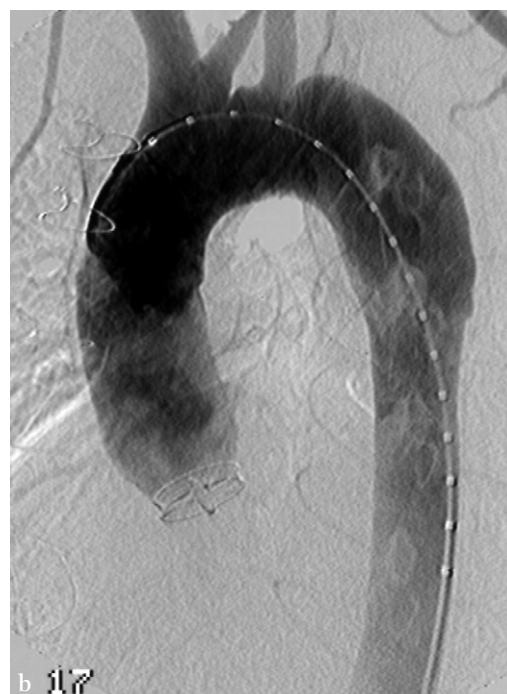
Remplacement valvulaire et prothèse de l'aorte ascendante dans le cadre d'une maladie de Marfan. a. Noter le lambeau intimal et la dilatation anévrysmale de l'isthme aortique bien visible sur la reconstruction MPR en TDM. b. Le lambeau intimal n'est pas directement visualisé en angiographie du fait de l'opacification synchrone des deux chenaux, mais on devine sa topographie devant la position centrale du cathéter dans l'aorte.
